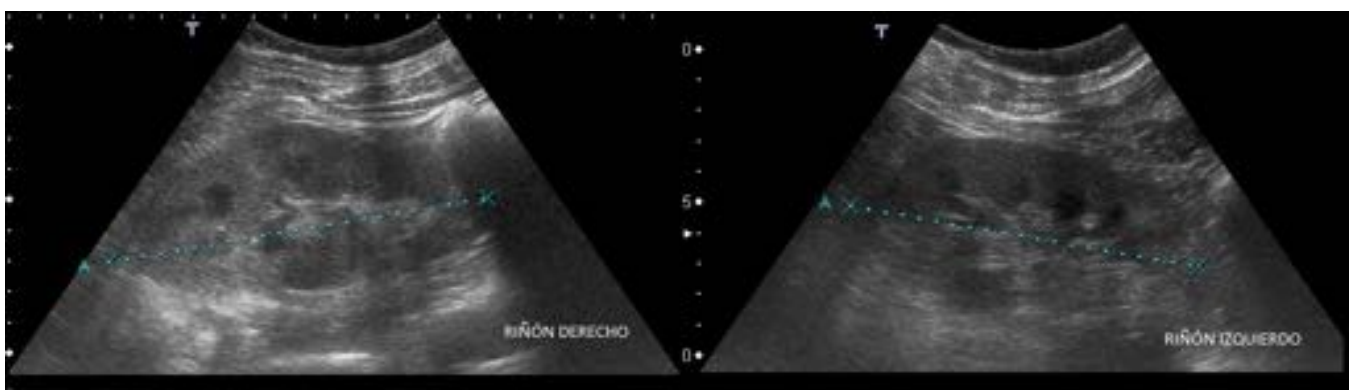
CASO 10 - Ecografía renal mostrando un aumento de ecogenicidad cortical de ambos riñones, con grosor conservado y mala diferenciación corticomédular.
